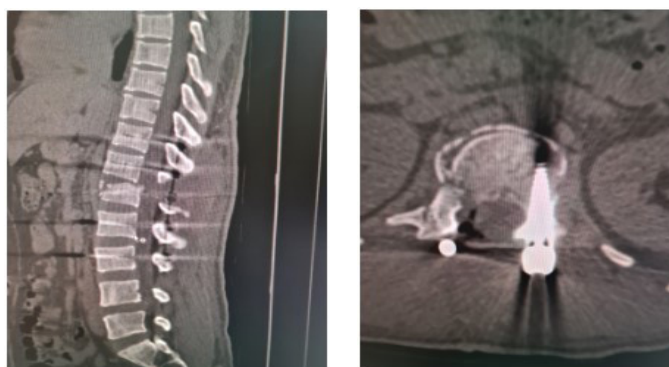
КТ-картина состояния после оперативного лечения, транспедикулярная фиксация на уровне Th11-L3 позвонков, фасетотомия Th12,L1 позвонков. Стояние элементов контрукции удовлетворительное
